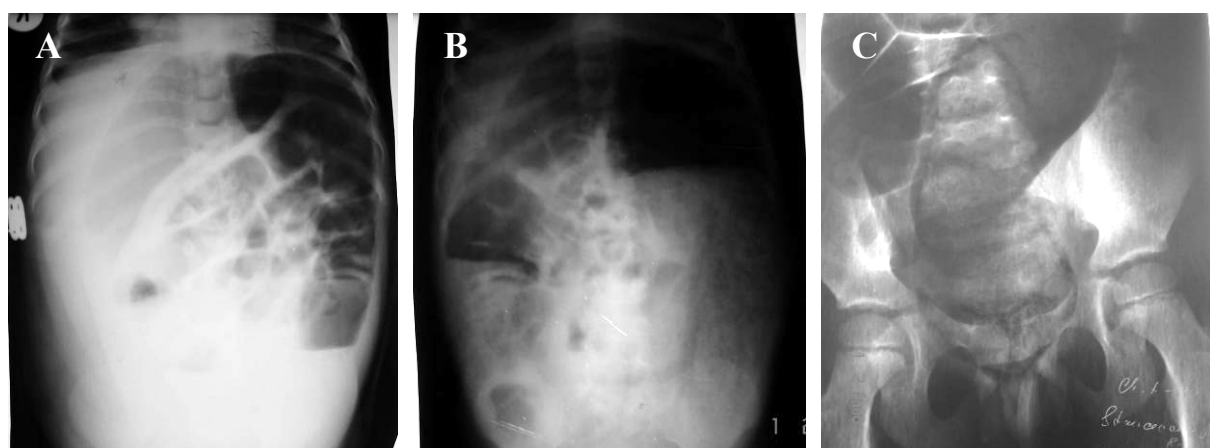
2. Radiografia panoramică a abdomenului în SCC la copil: nivele aerice și hidroaerice pe traseul colonic; opacitate în mezo- și hipogastru; repartiția neuniformă a gazelor în tractul digestiv; distensie segmentară a intestinului; fecalom rectal cu acumulări de mase fecale în colonul distal.
